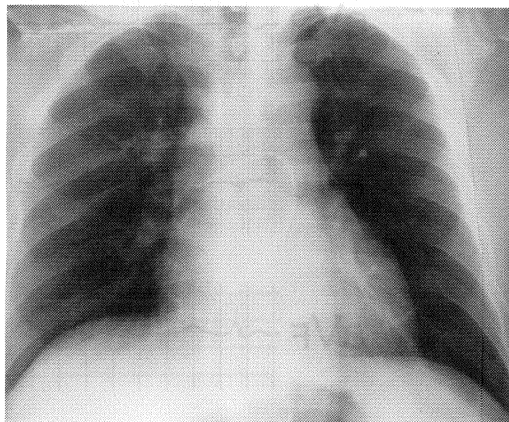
Chest roentgenogram on admission in 1996. The chest roentgenogram showed mild pulmonary congestion.
